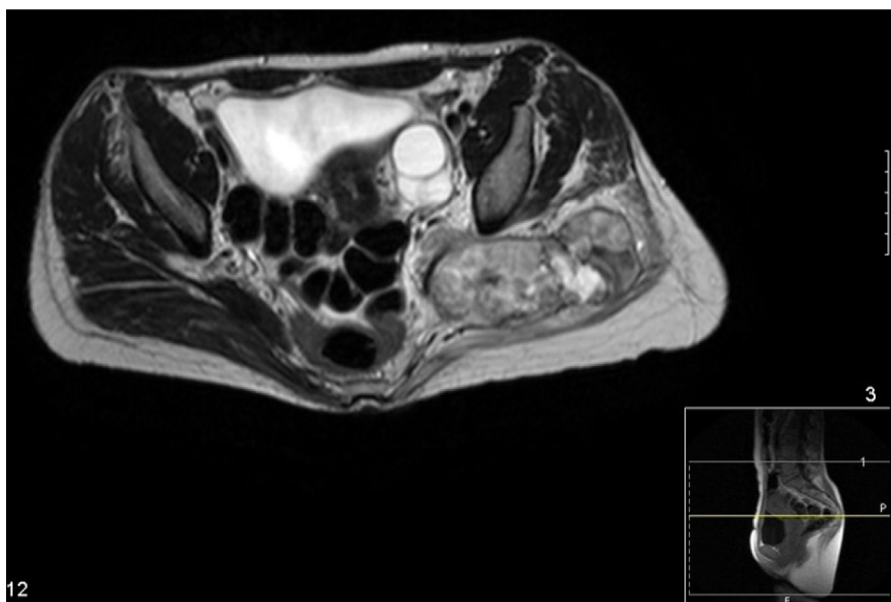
Corte axial de RMN da bacia ponderada em T2 que identifica a lesão na região glútea esquerda.
